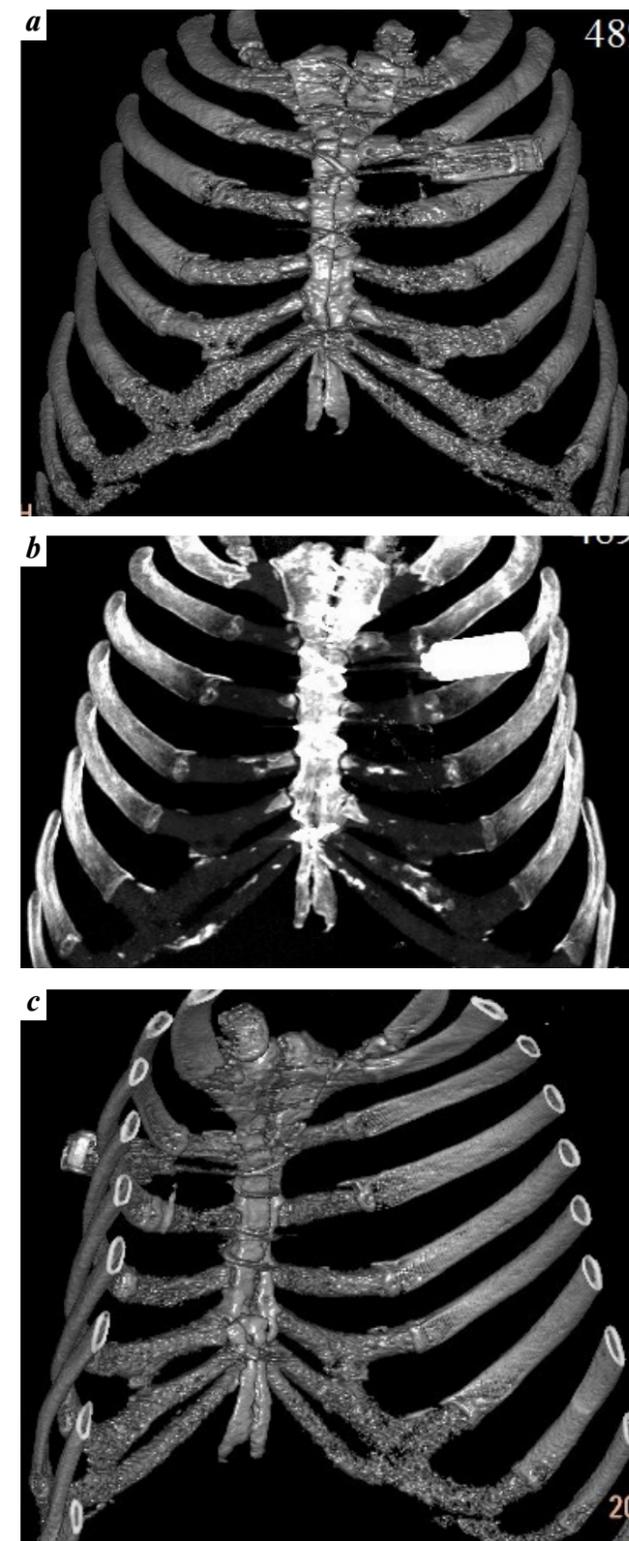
Компьютерная томография и 3D-реконструкция с фистуллографией грудной клетки при поступлении: определяются очаги деструкции в нижней трети тела грудины
